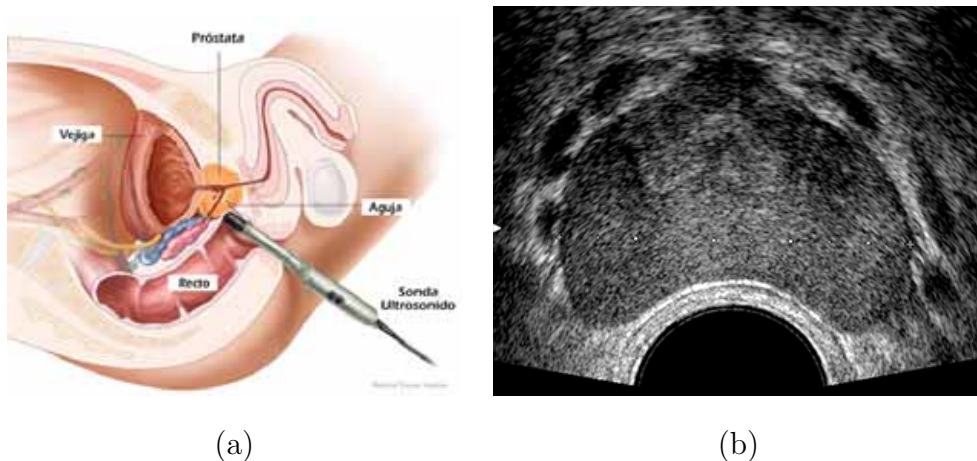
Ultrasonido transrectal. (a) Adquisición de imágenes de TRUS. (b) Imagen de ultrasonido.
